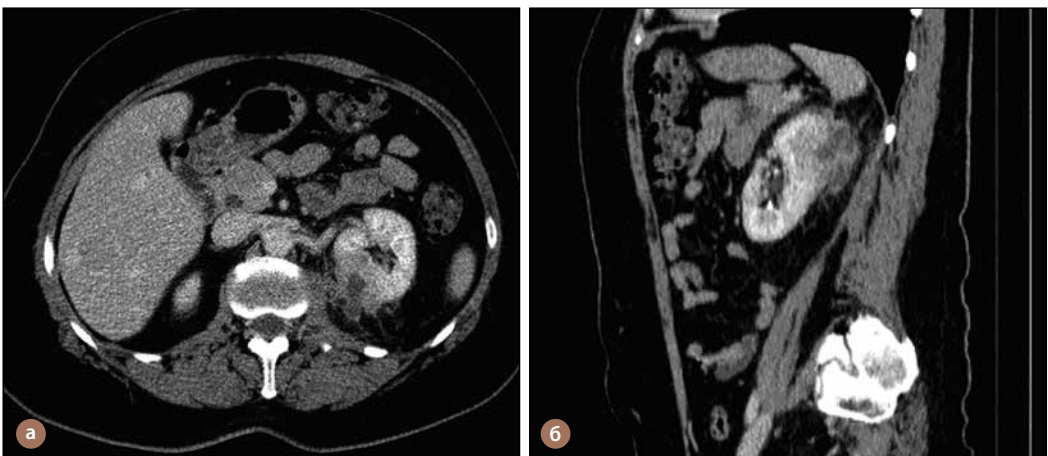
КТ нирки та заочеревинного простору з болюсним внутрішньовенним контрастуванням: абсцес верхнього полюса лівої нирки з поширенням нагноєння на паранефральну клітковину: а – поперечна проекція; б – бокова проекція
